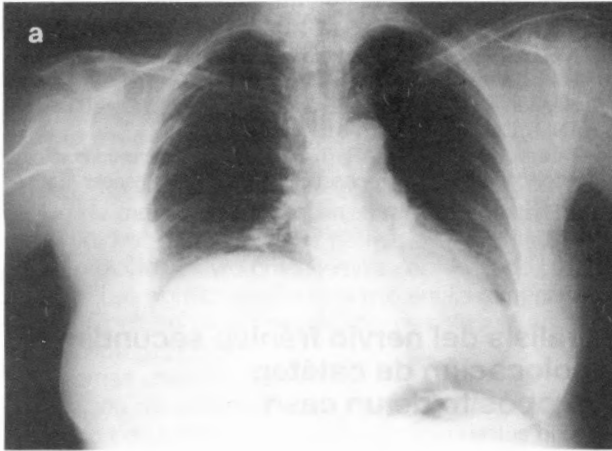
Radiografía de tórax en la que se observa elevación del diafragma derecho.
